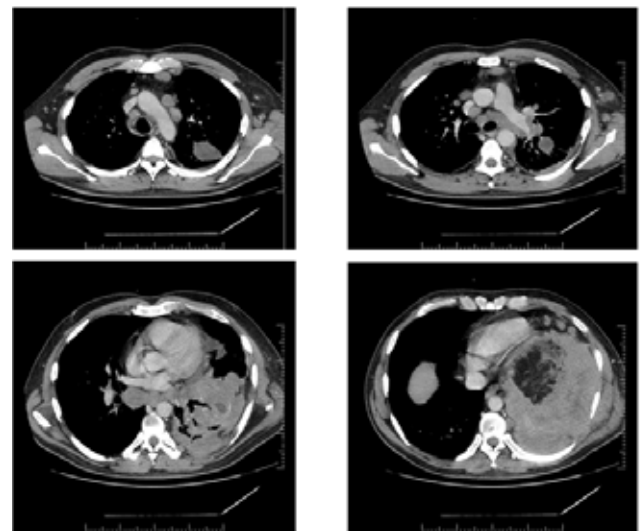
КТ – поширений лімфопроліферативний процес у грудній клітці з контактним ураженням плеври, легень, лімфовузлів середостіння та лівої аксілярної ділянки, із залученням перикарда.
